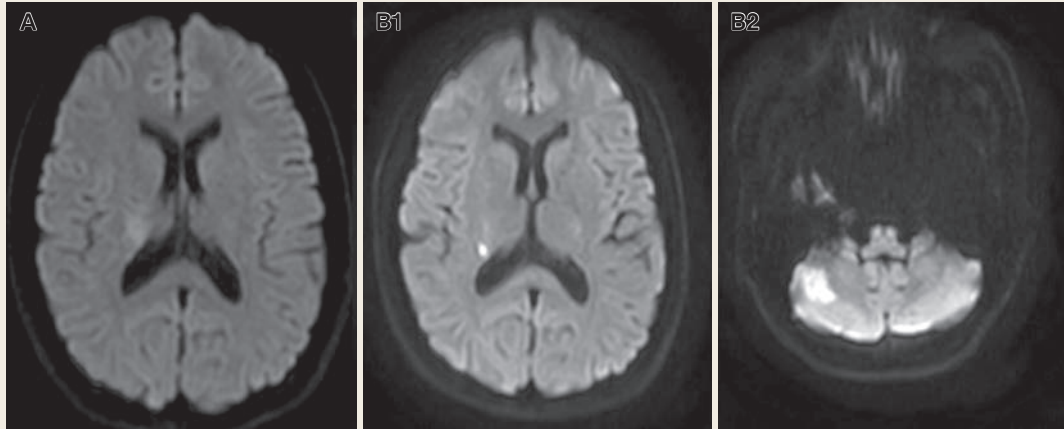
Magnetic resonance image - Diffusion-weighted image showed a restricted area of diffusion
